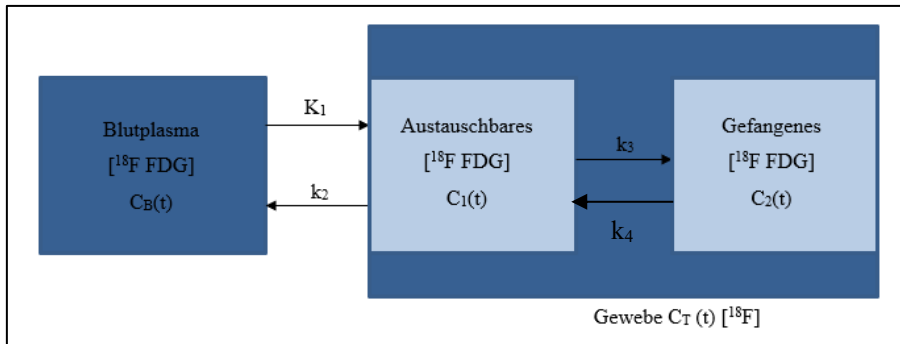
Kompartimentmodell von $[^{18}\text{F}]\text{FDG}$, modifiziert nach (Smith A.M., 2018)
